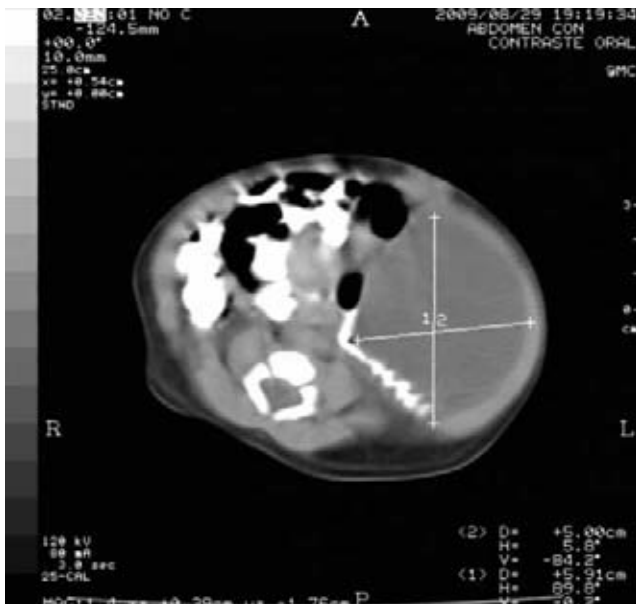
Tomografía axial que muestra estructura quística de 5 x 5.91 cm de hueco pélvico hasta epigastrio.
